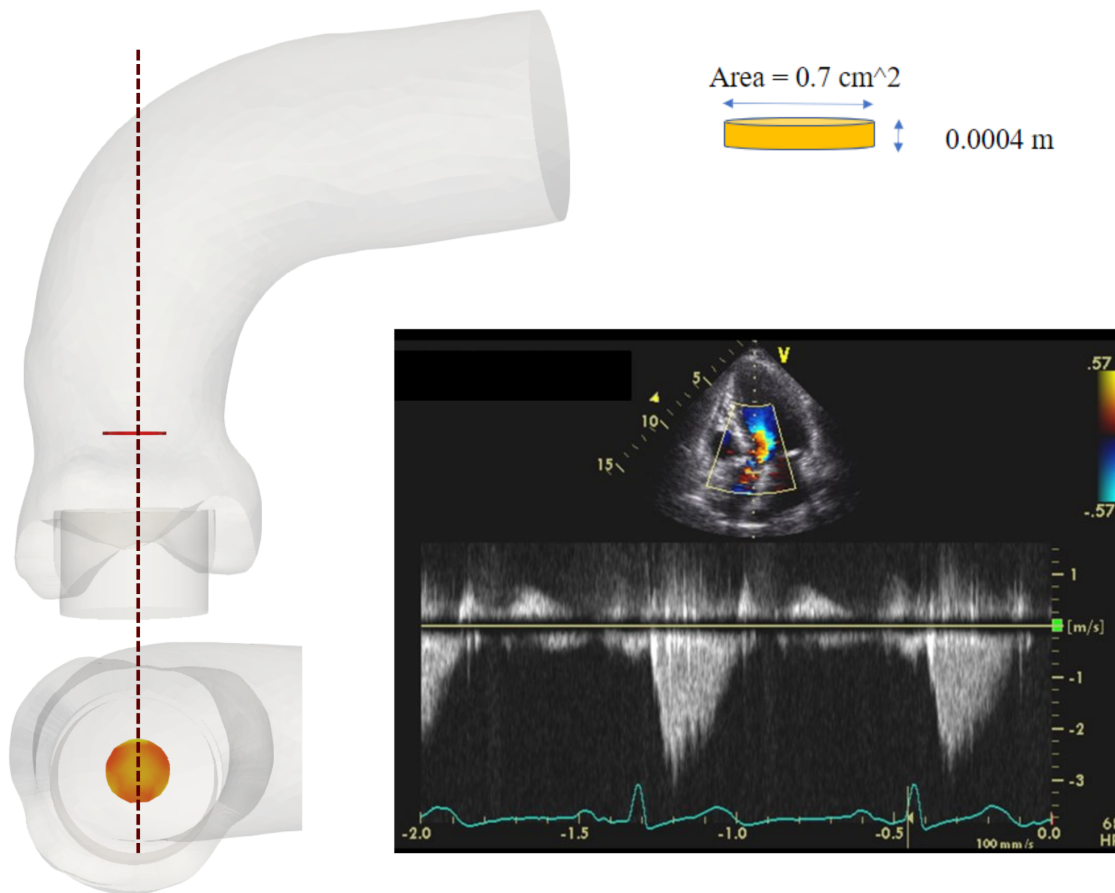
A sinistra: velocità massime mediate su un dischetto posizionato a livello dell'STJ (DEG1). A destra: Immagine EcocolorDoppler post-operatoria a sei mesi dall'impianto (DEG1).
